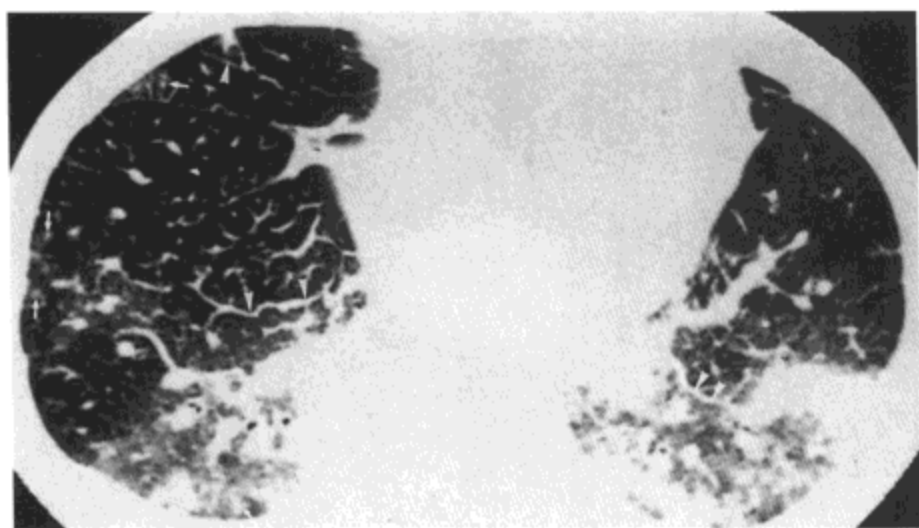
Churg–Strauss 综合征。高分辨率 CT 影像显示磨砂玻璃密度与肺实变区, 主要累及背侧肺。小叶中心性小结节(箭号)与小叶间隔平滑增厚也很明显。病人女, 32 岁。
